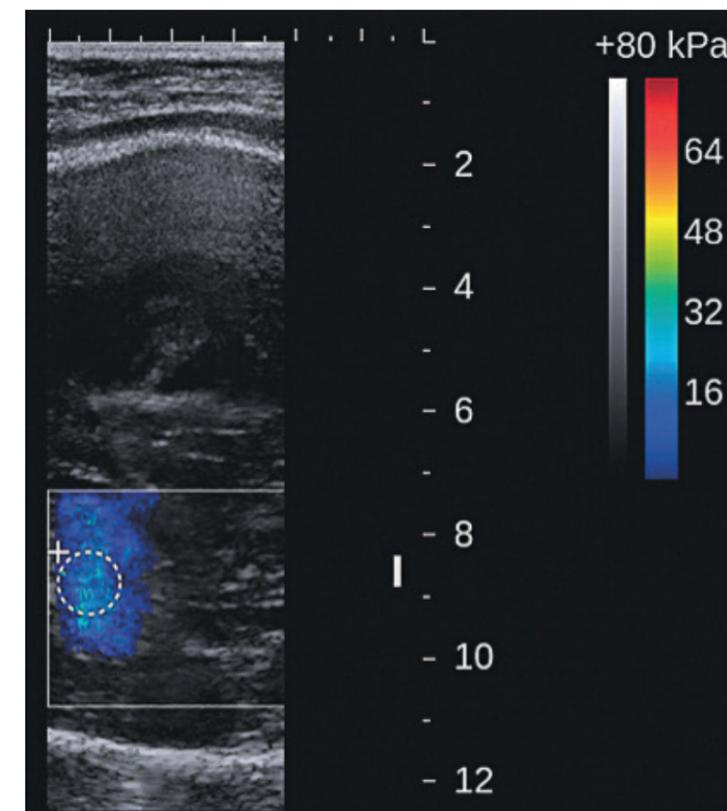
Aspect de la même tumeur en élastographie ultrasonore.
